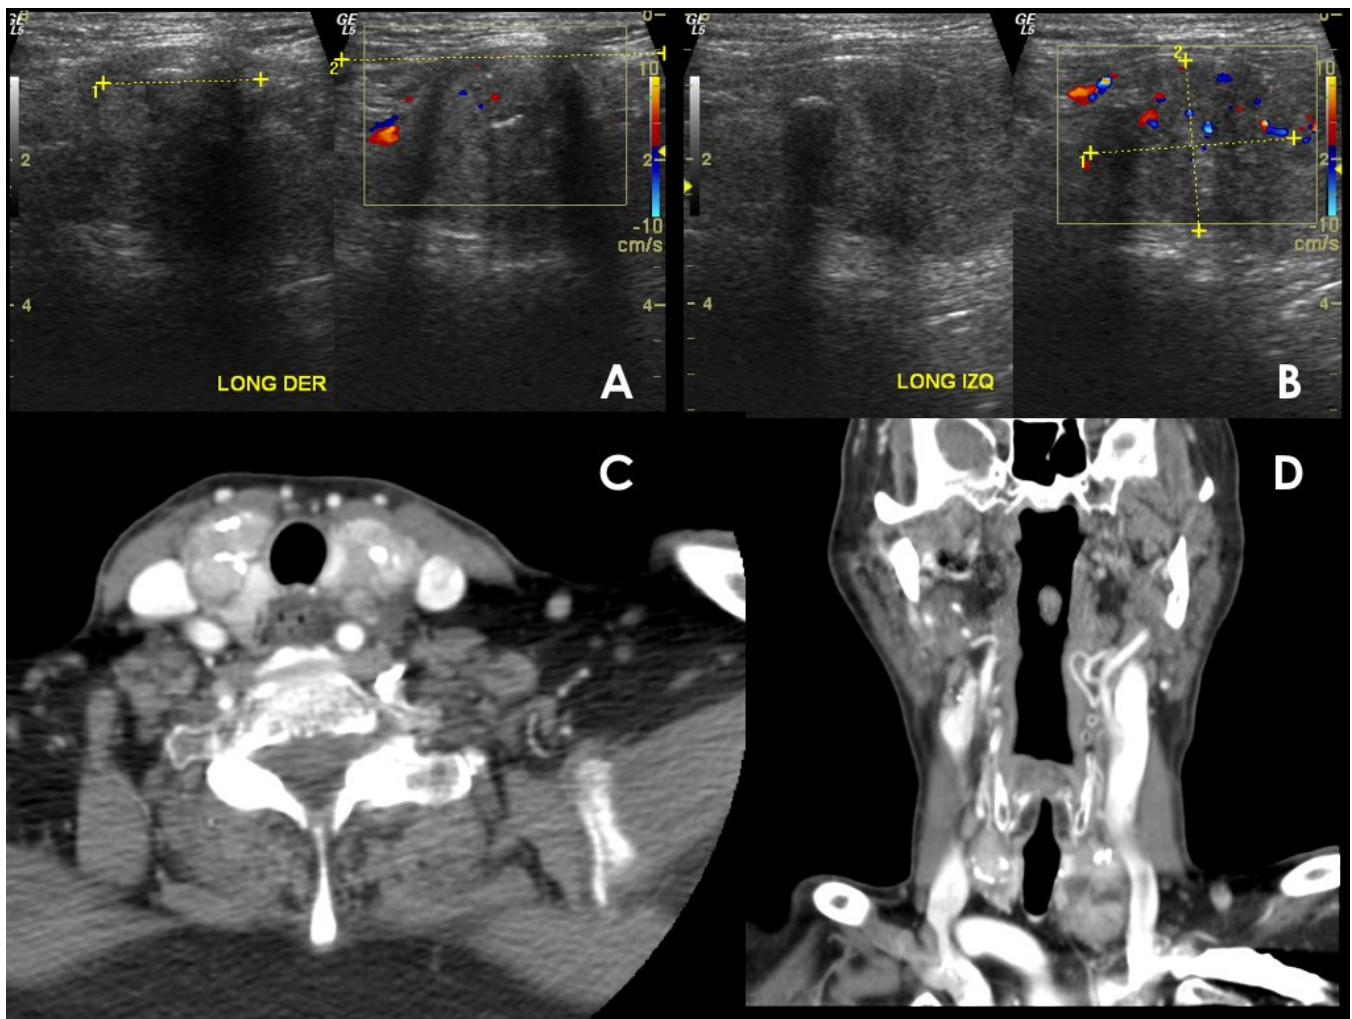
Ecografía (A, B) y TC con contraste i.v. (C, D) en paciente que acude por bocio de consistencia pétreo y parálisis recurrente izquierda. Glándula tiroides aumentada de tamaño a expensas de nódulos bilaterales, sólidos, hipoeocicos, entre 2 y 3 cm, con calcificaciones internas. La AP confirmó carcinoma papilar bilateral bien diferenciado (T3 bilateral, N1a, Mx) con extensión extracapsular y extraglandular.
